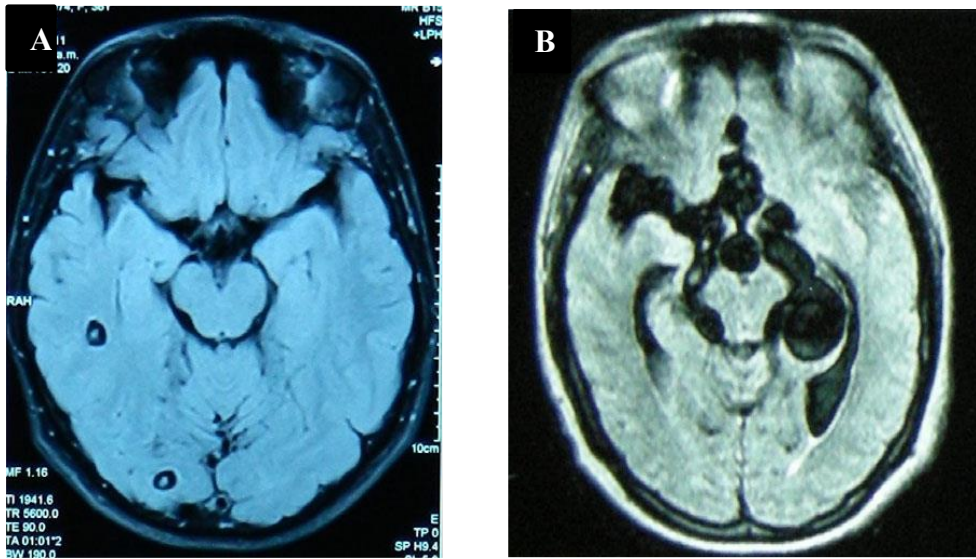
NCC parenquimal (A) y NCC extraparenquimal (B) observadas mediante RM sin contraste. Imagen obtenida del artículo “*Pathogenesis of Taenia solium taeniasis and cysticercosis*” publicado Gonzales et al. DOI: 10.1111/pim.12307
